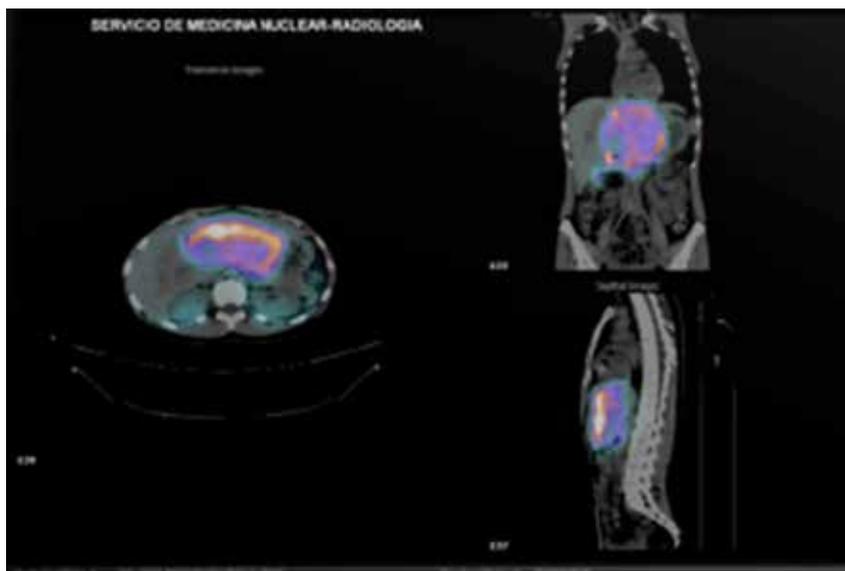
SPECT abdominal fusionado con TC que define mejor la localización de la lesión hepática al mostrar metabolismo junto a la imagen estructural.
